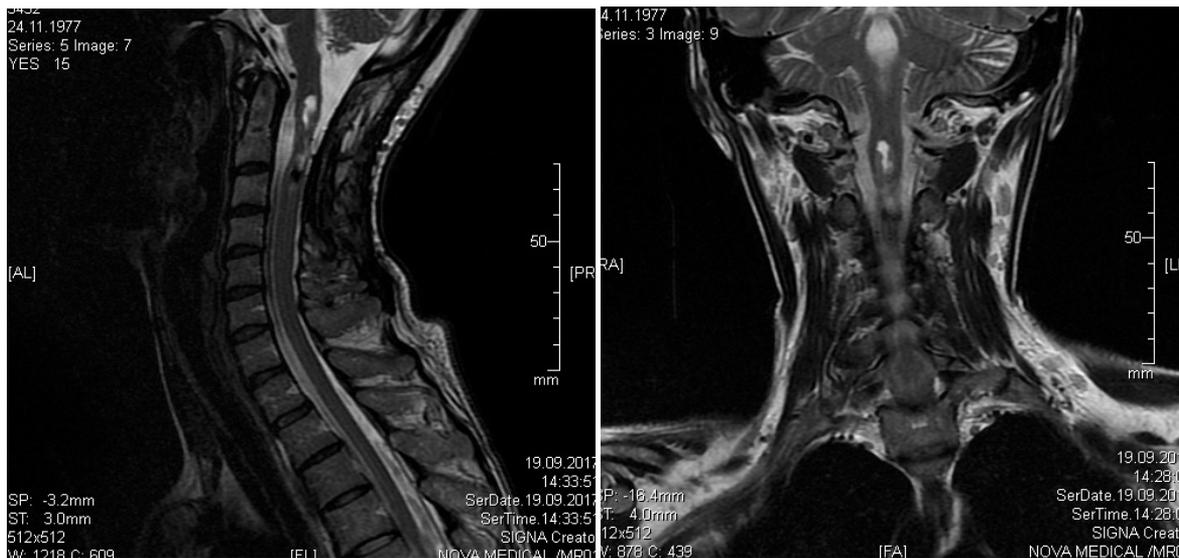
(а, б) – МРТ-контроль через 6 месяцев после удаления опухоли
